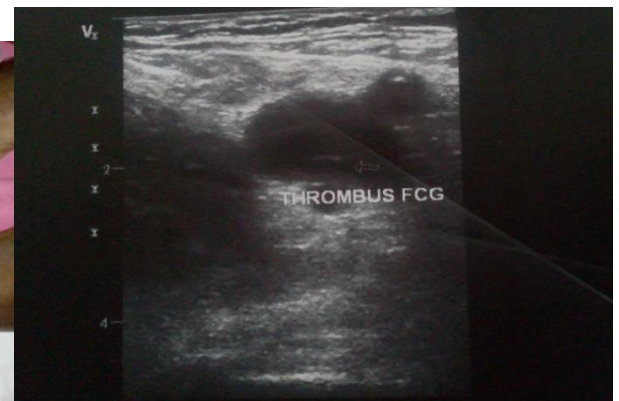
Image échographique d'une thrombose veineuse profonde sub-occlusive et extensive fémoro-poplitée gauche survenue au cours d'une grossesse de 29 SA.
